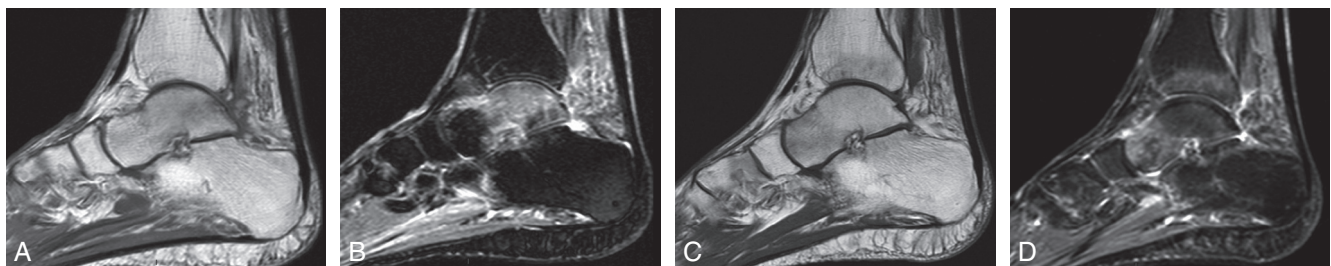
Anomalies osseuses migratrices en IRM.
